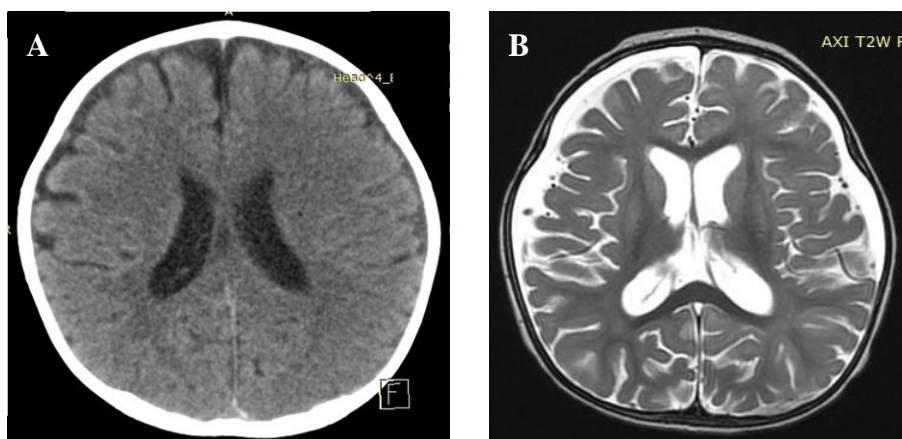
案例五 (A) 送醫當天腦部電腦斷層掃描 (Computed Tomography, CT) 影像。(B) 送醫住院 6 天後腦部磁振造影 (Magnetic Resonance Imaging, MRI) 檢查影像。
